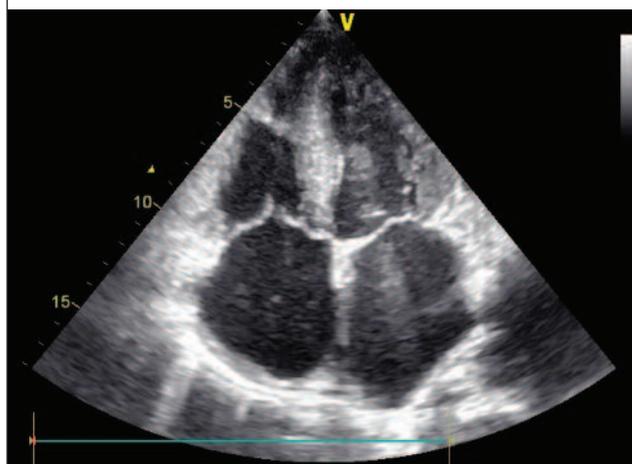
ЭхоКГ пациента. На представленной эхокардиограмме наблюдаются увеличение обоих предсердий, утолщение миокарда ЛЖ, уменьшенные размеры ЛЖ.
